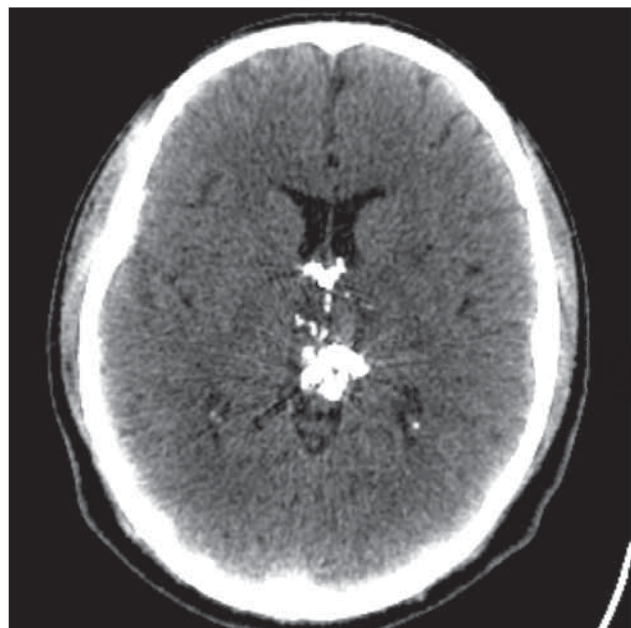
Tomografía después de la embolización.
